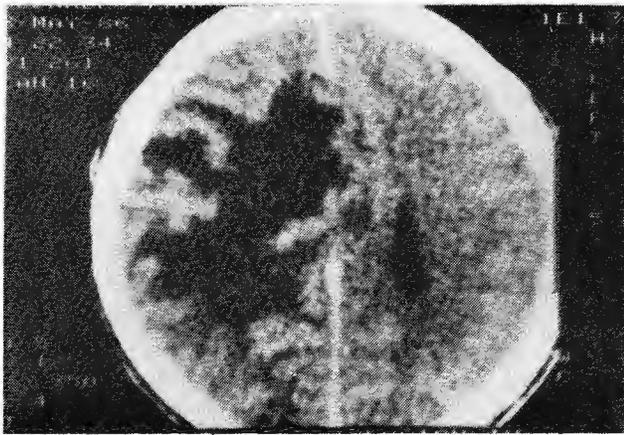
Tomografía computarizada de cráneo en donde se aprecia una imagen hipodensa de aproximadamente 8 cm de diámetro en región parietal derecha, con gran edema perilesional.
